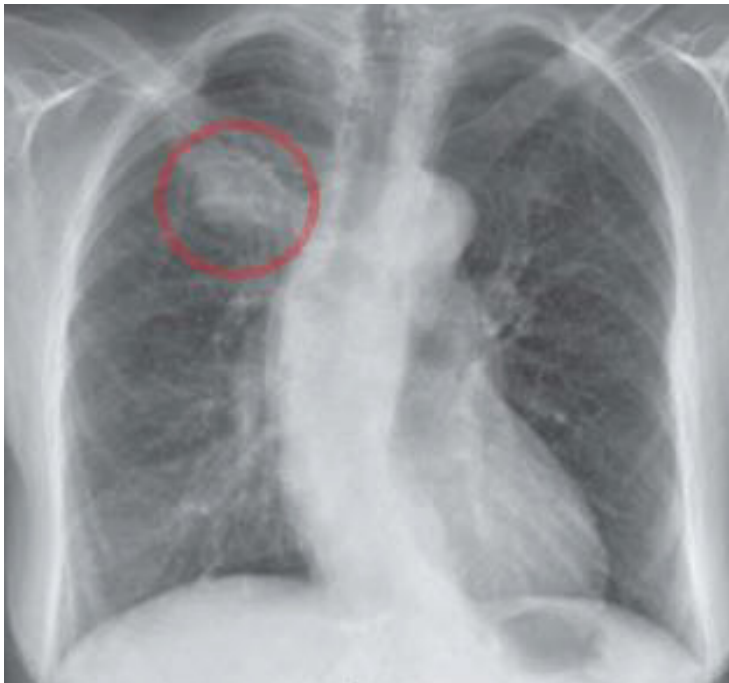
Eine p.-a. Thorax-Röntgen-Aufnahme mit einem nicht kleinzelligen Bronchiakarzinom im rechten Oberlappen (roter Kreis) [15]
